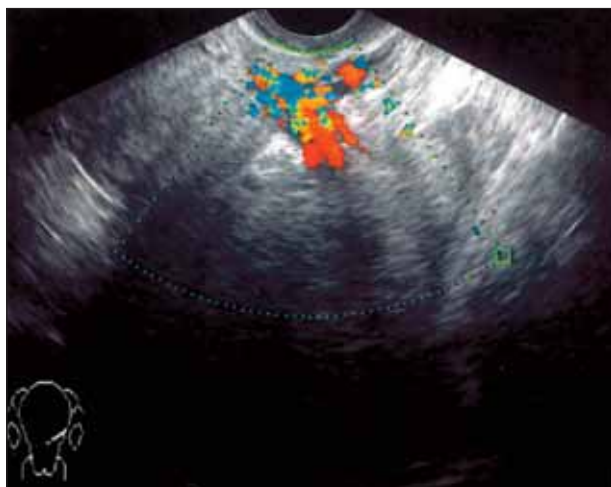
УЗ-томограмма больной ЛМС 2-й группы, выполненная трансвагинальным доступом в поперечной плоскости
